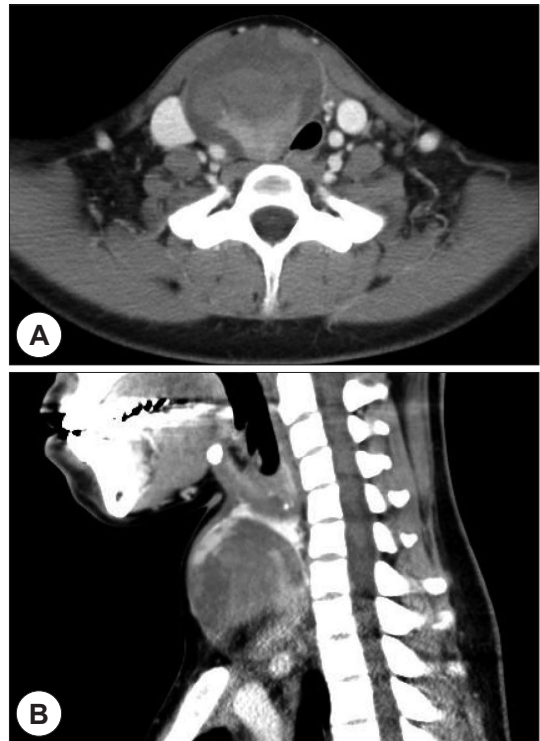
The neck computed tomography revealed about 6.0×4.5×6.4 cm heterogeneous enhancing mass in the right thyroid compressing trachea. A : Axial image. B : Sagittal image.
